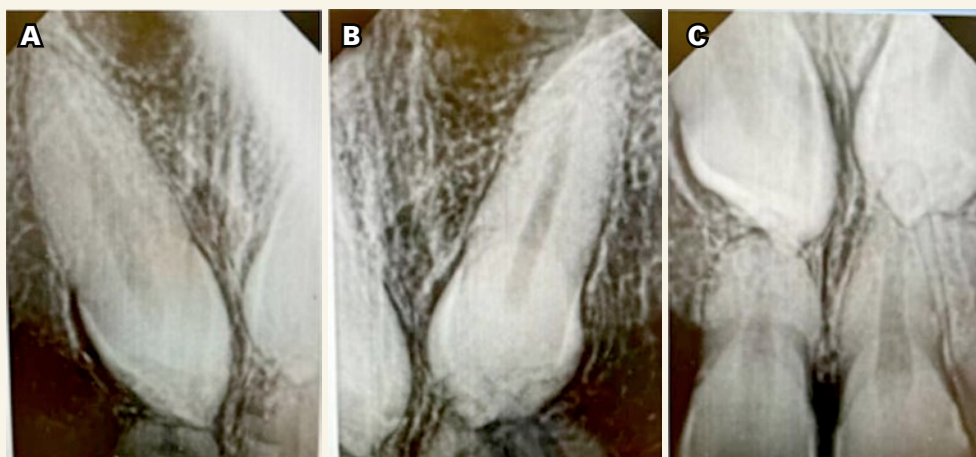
Radiografía oclusal superior.
